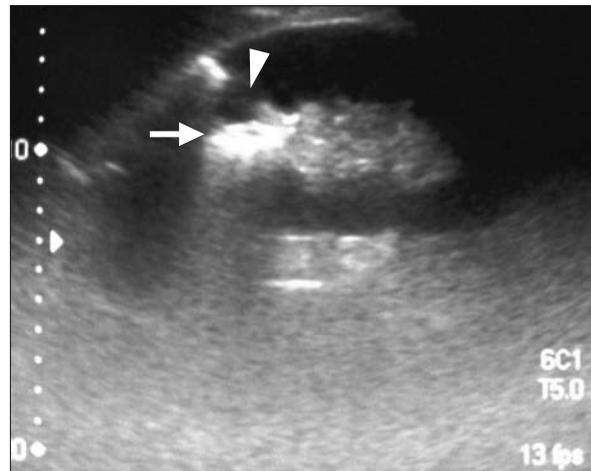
Ecografía renal.
